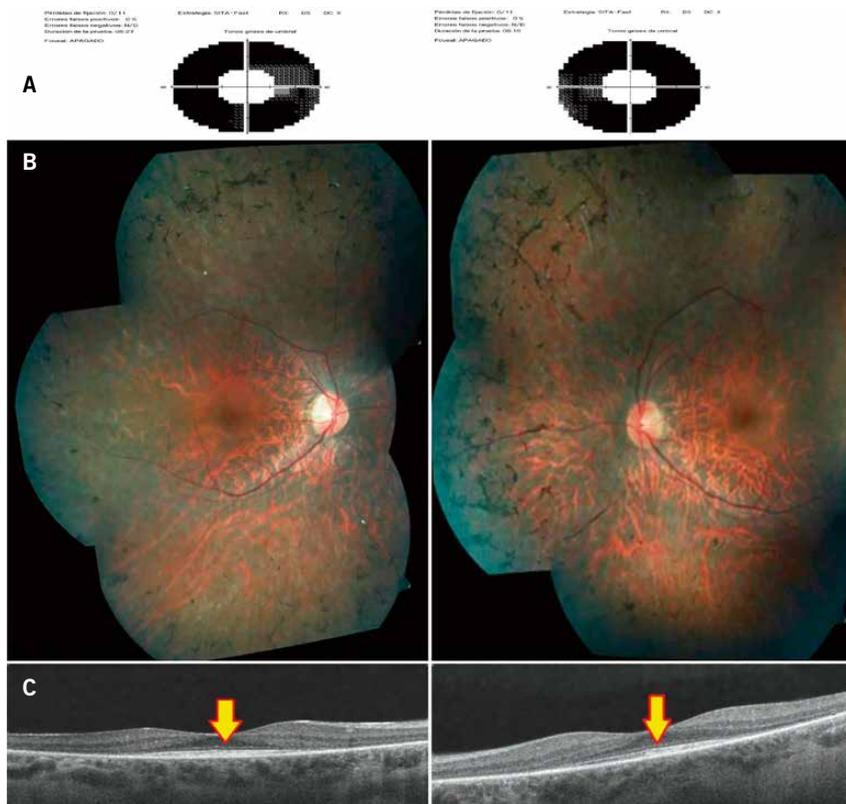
A. Retinitis pigmentaria. Retracción concéntrica de campo visual bilateral. B. Composición de fondo de ojo derecho e izquierdo. C. Imágenes de tomografía óptica que muestran preservación de capas externas en retina central.
